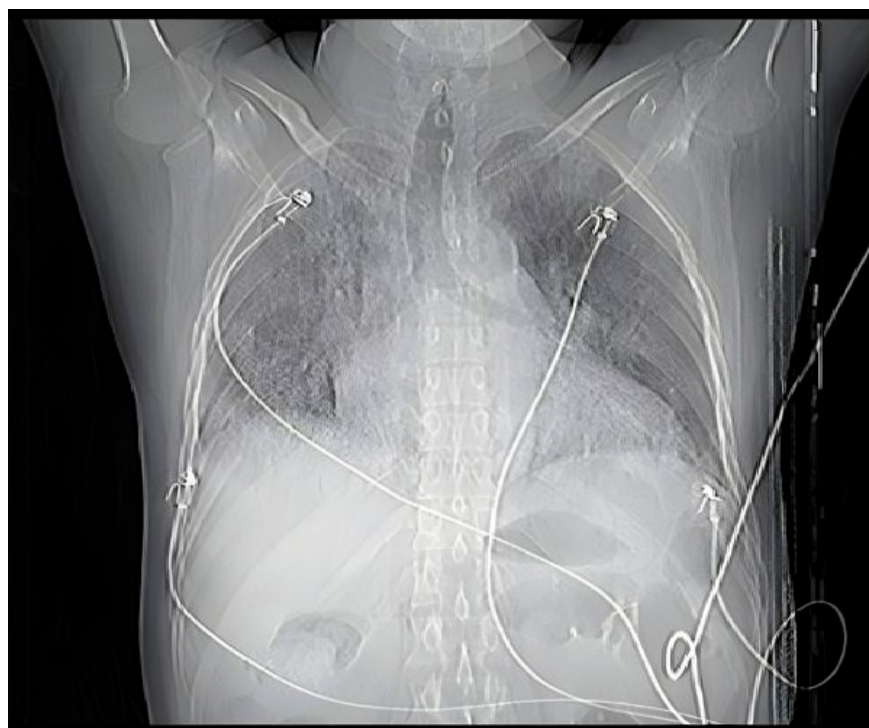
Radiografía de tórax anteroposterior con presencia de cardiomegalia grado II, con dilatación de cavidades derechas
